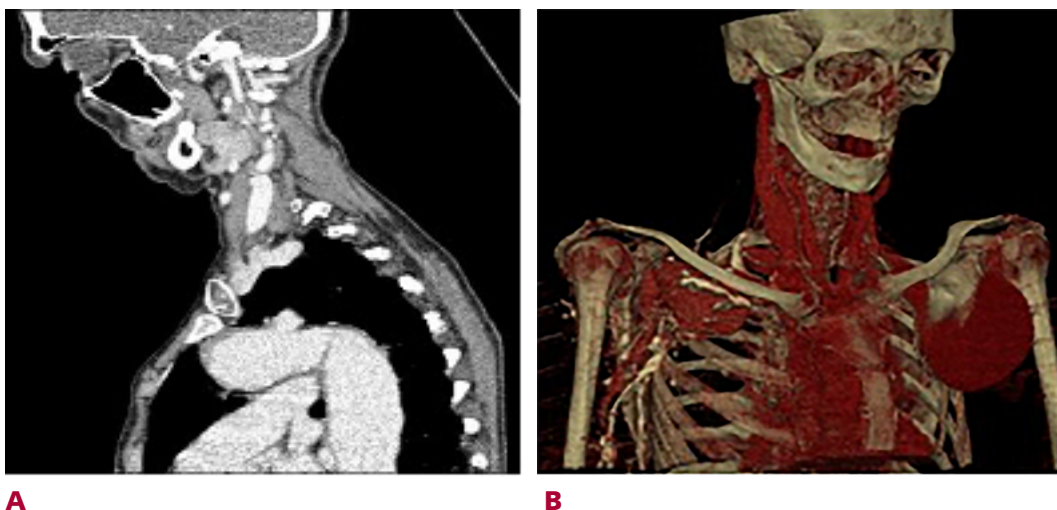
Tomografía computarizada. A. Corte sagital que muestra la dilatación de la aorta con la coartación aórtica. B. Reconstrucción volumétrica que muestra ambas dilataciones aneurismáticas de las arterias subclavas.
